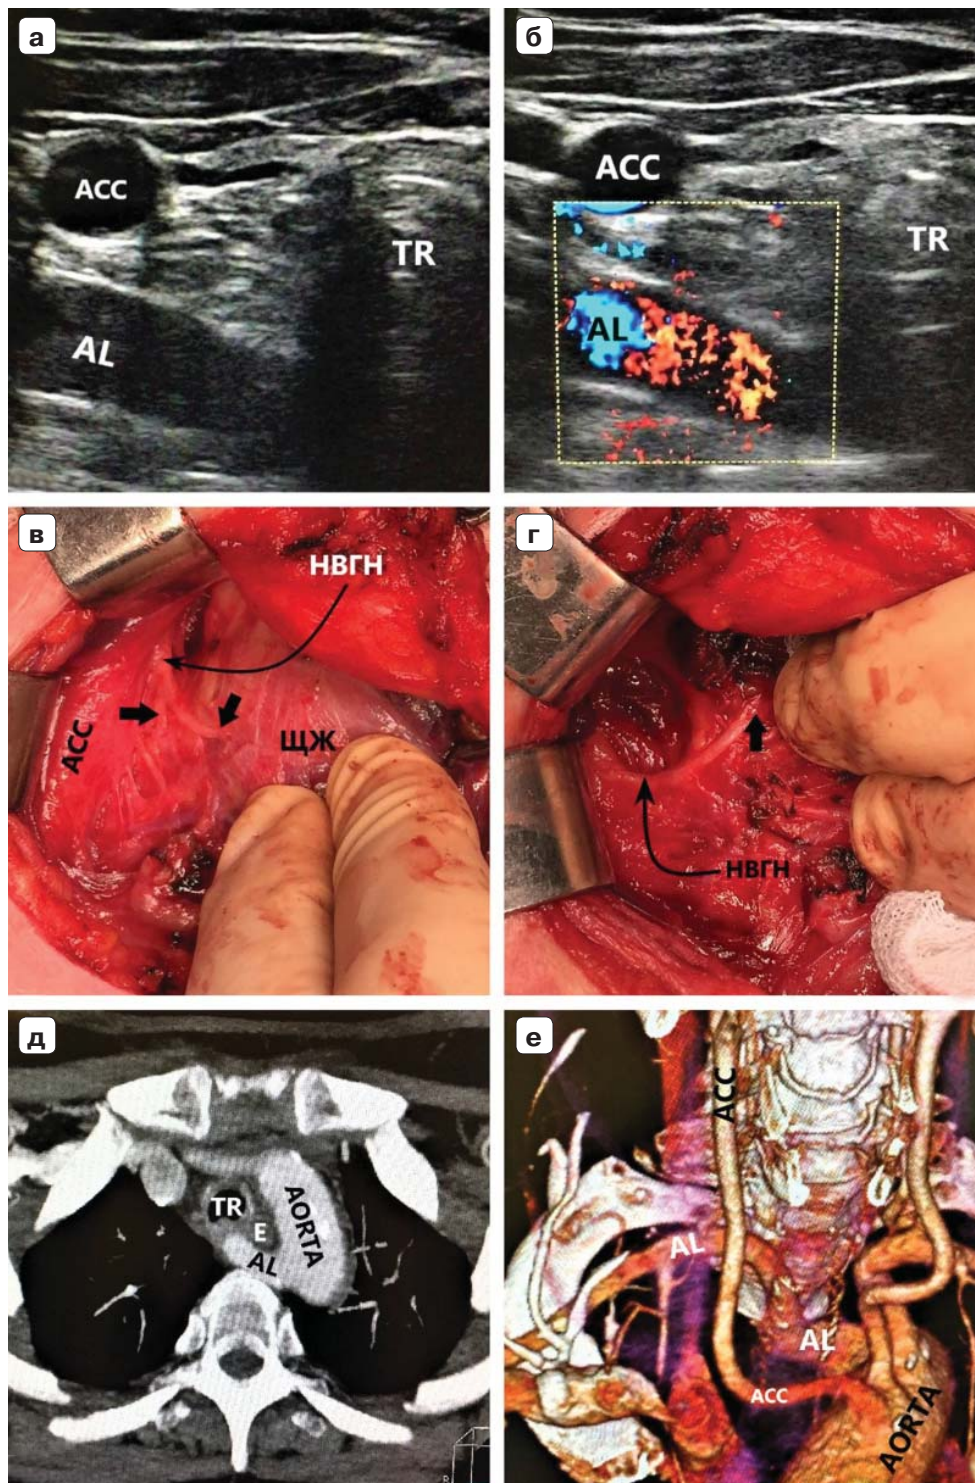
Пациентка 58 лет, ИМТ – 21,7. а – цветное дуплексное сканирование сосудистого пучка правой половины шеи линейным датчиком на уровне правого грудно-ключичного сочленения. Правая общая сонная артерия прослежена до места “пересечения” с трахеей (БЦС не выявлен). AL располагается на значительном расстоянии от правой общей сонной артерии. б – интраоперационная картина. НВГН I типа (по Avisse–Toniato) имеет нисходящее направление и состоит из двух веток (стрелки). в – аксиальный КТ-скан с ангиографией сосудов дуги аорты. AL располагается позади трахеи и пищевода. г – компьютерная трехмерная реконструкция демонстрирует синтопию AL с общей сонной артерией. AL является последней, четвертой ветвью дуги аорты. ACC – arteria carotis communis dexter, TR – trachea, E – esophagus. VJI – vena jugularis interna dexter, NV – nervus vagus dexter.
